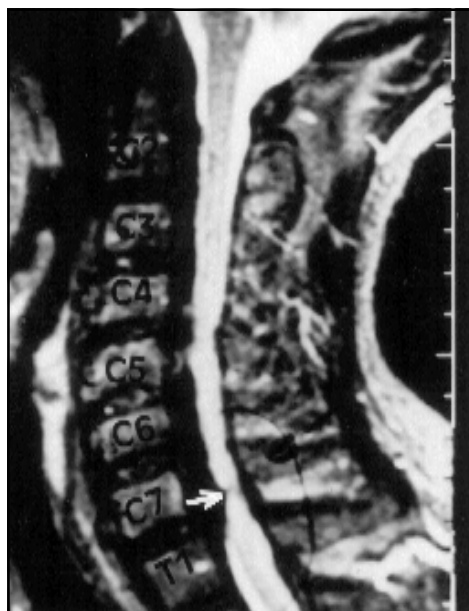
Corte sagital mediano de ressonância magnética, sequência "spin-echo" ponderada em T2, mostrando compressão sobre o saco tecal e cordão medular, sobretudo no segmento C4 a C7-T1. A OLLP é representada por sinal hipointenso. Hiperintensidade no segmento C7-T1 denota mielomalácia (seta).
